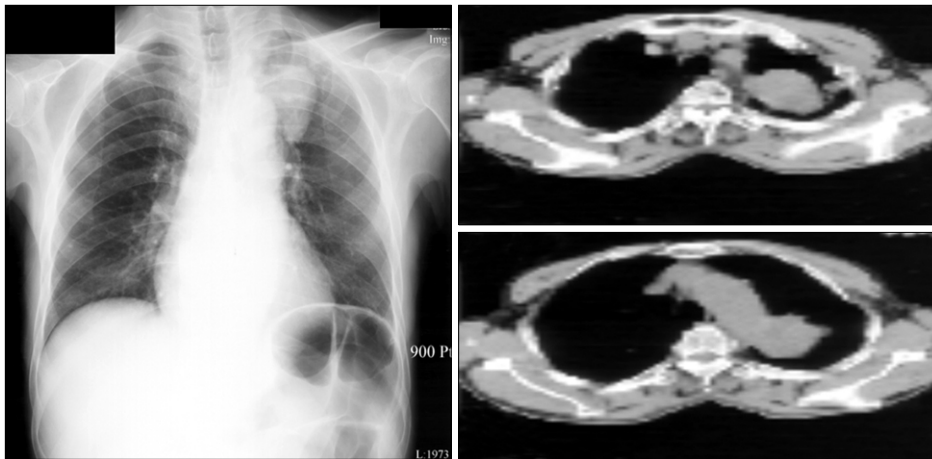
Chest X-ray and CT scan on admission showed a large lobulated mass suggestive of a radiologic diagnosis of primary lung cancer.
